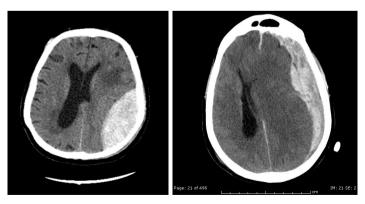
Imágenes de TC cerebral. Izquierda: hematoma epidural agudo.
